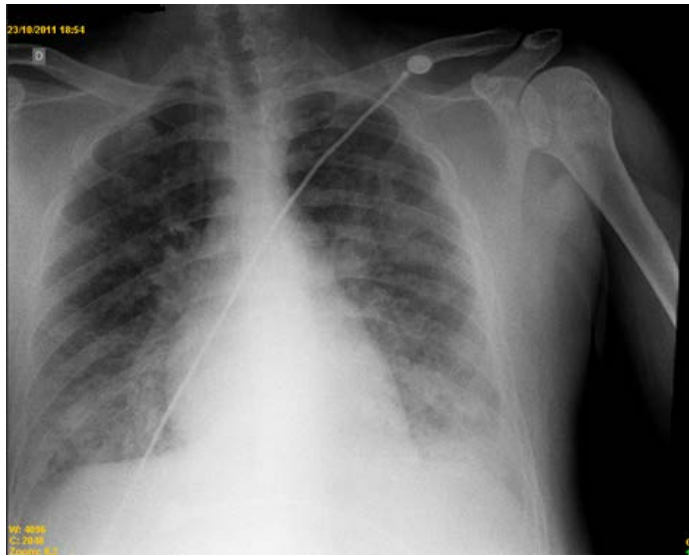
Radiografia de tórax PA: infiltrado alveolar bilateral.
